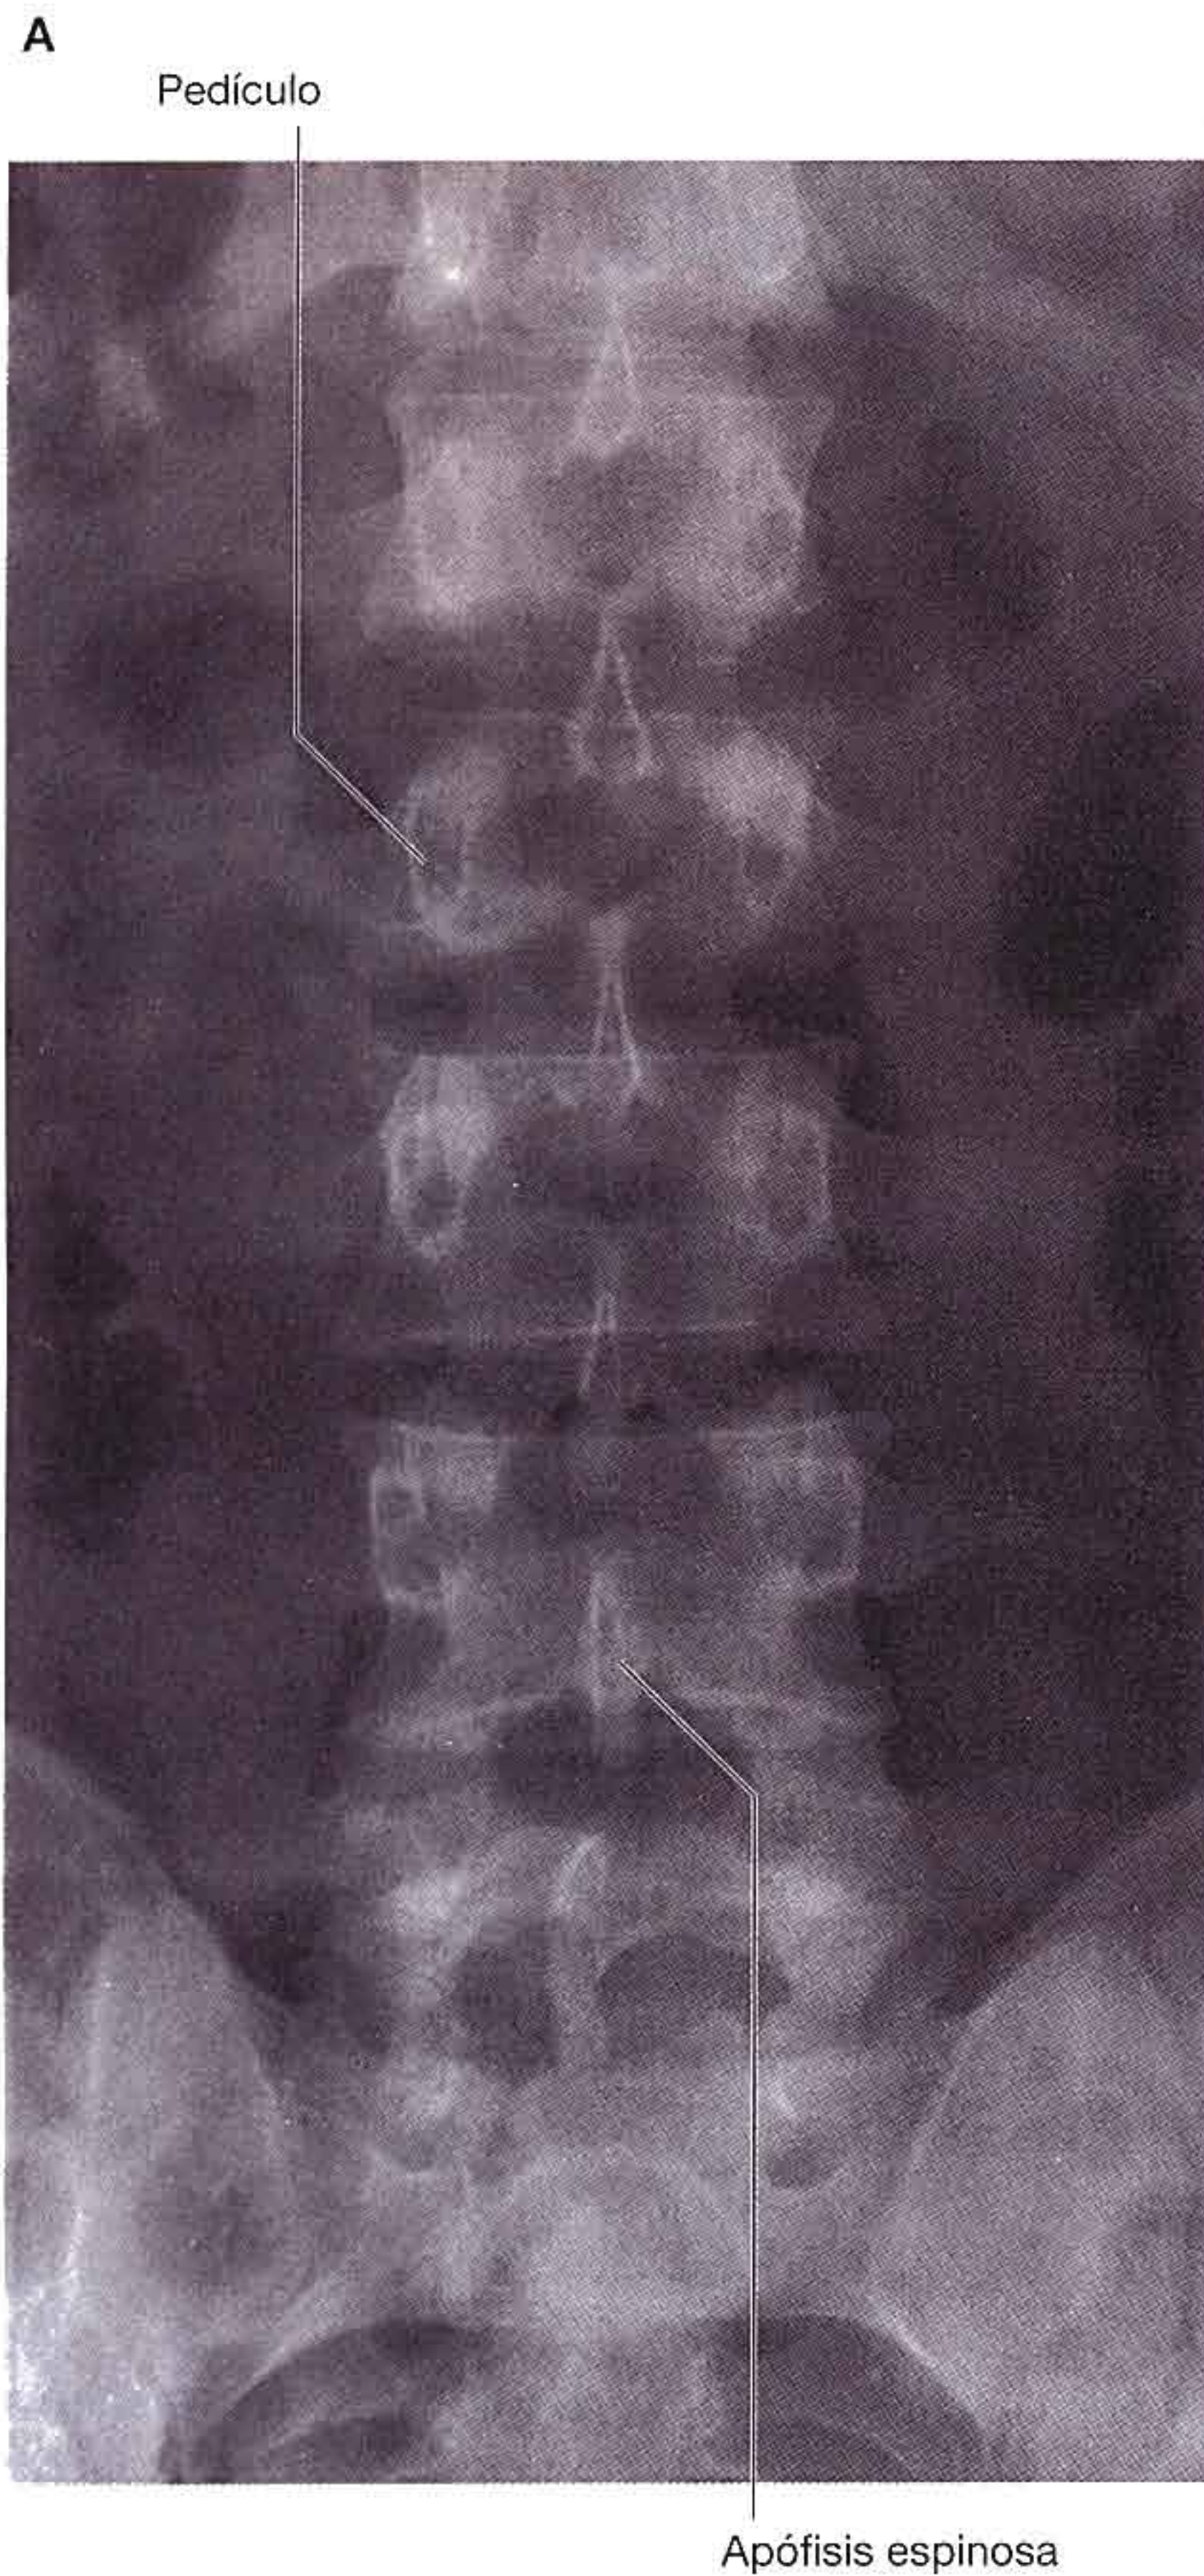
Radiografía de la región lumbar de la columna vertebral. A. Proyección anteroposterior. B. Proyección lateral.
